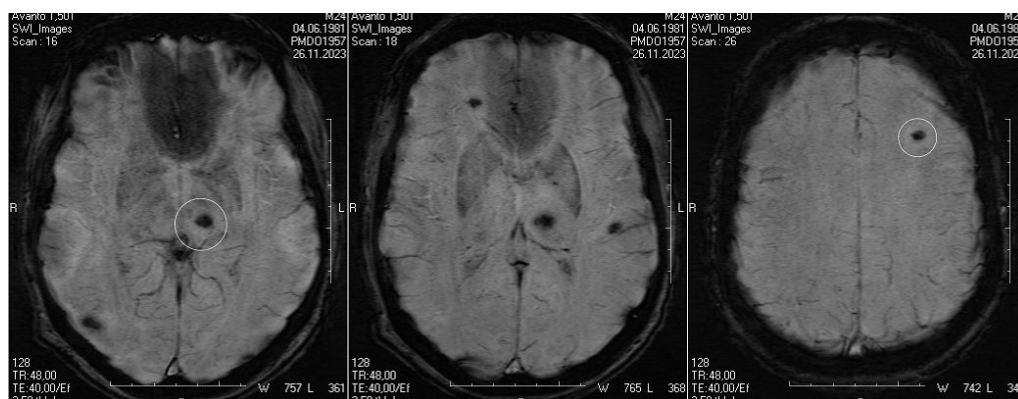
с. Пацієнтка Т. 1981 р. н., МРТ головного мозку, листопад 2023 року
